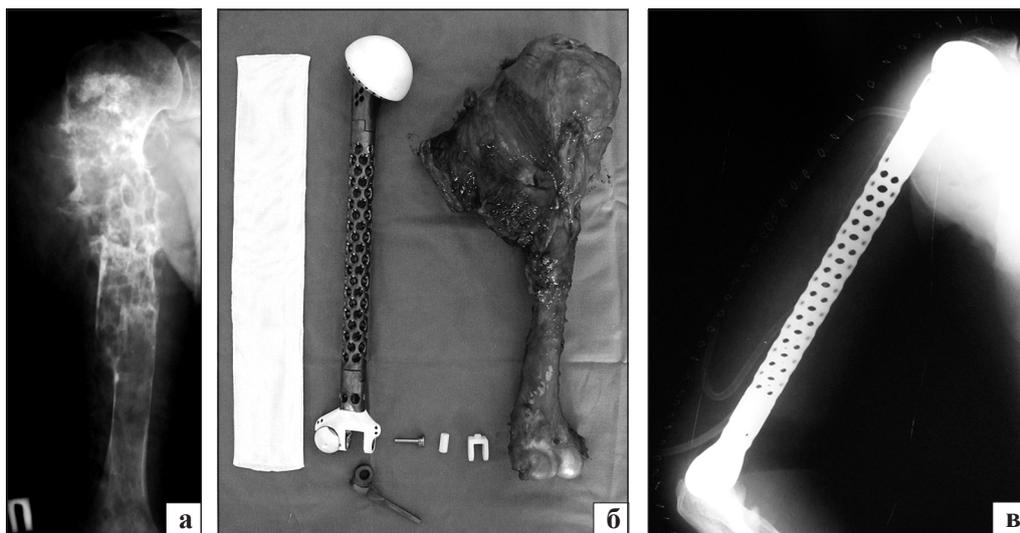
Фотоотпечатки рентгенограмм пациента Г. с хондросаркомой диафиза правой плечевой кости, внешний вид опухоли и эндопротеза: а) до операции; б) удаленная опухоль и индивидуальный эндопротез плечевой кости; в) после операции
